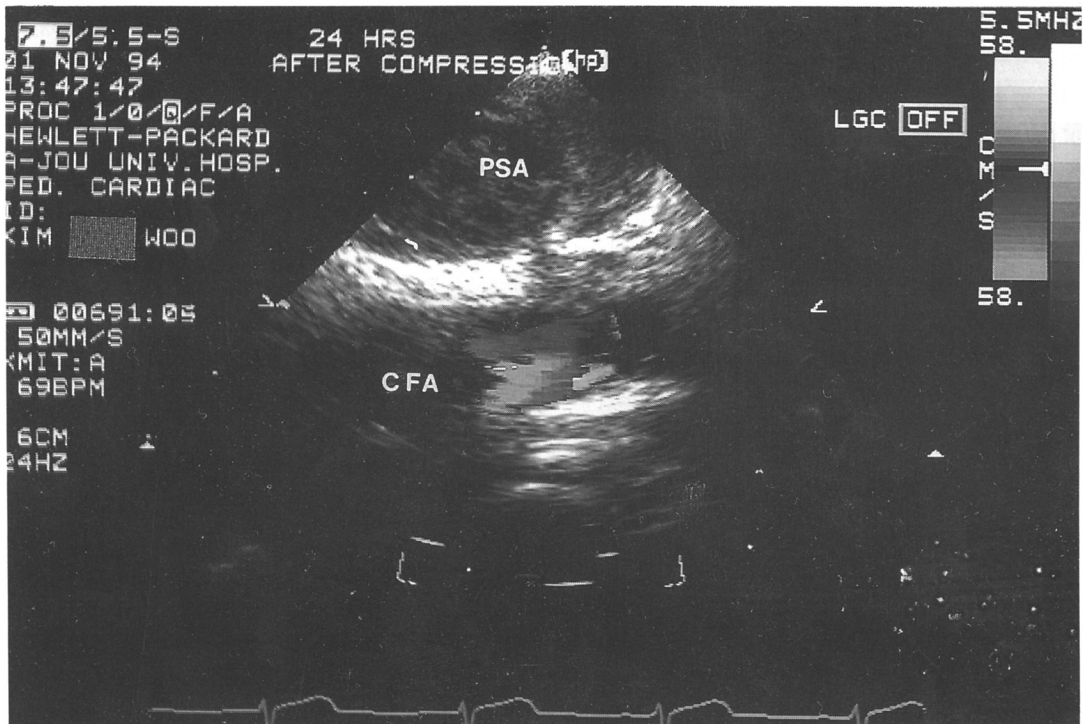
Doppler color flow ultrasound study of nonsurgical closure of a femoral artery pseudoaneurysm after coronary angiography. This postcompression study shows that previously noted tract is completely obliterated and no flow signals are present within the pseudoaneurysm, indicating pseudoaneurysm closure. PSA : pseudoaneurysm, CFA : common femoral artery.
